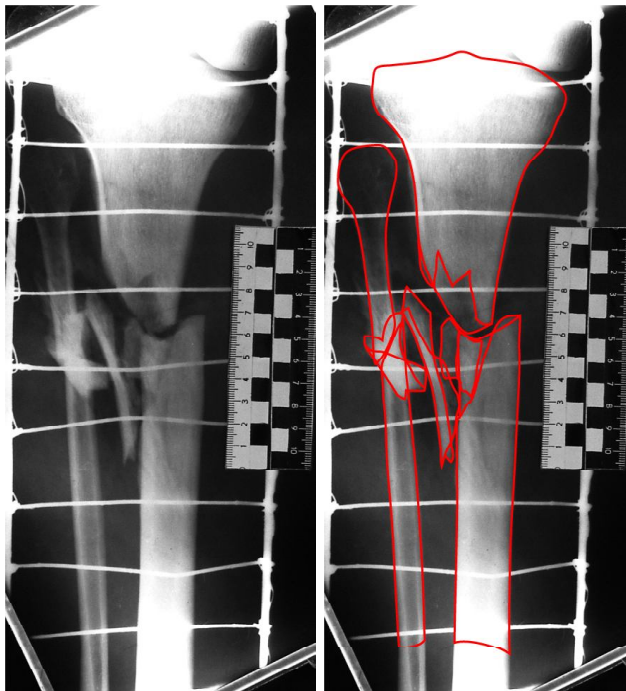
Рентгенограма ділянки перелому кісток правої гомілки.
